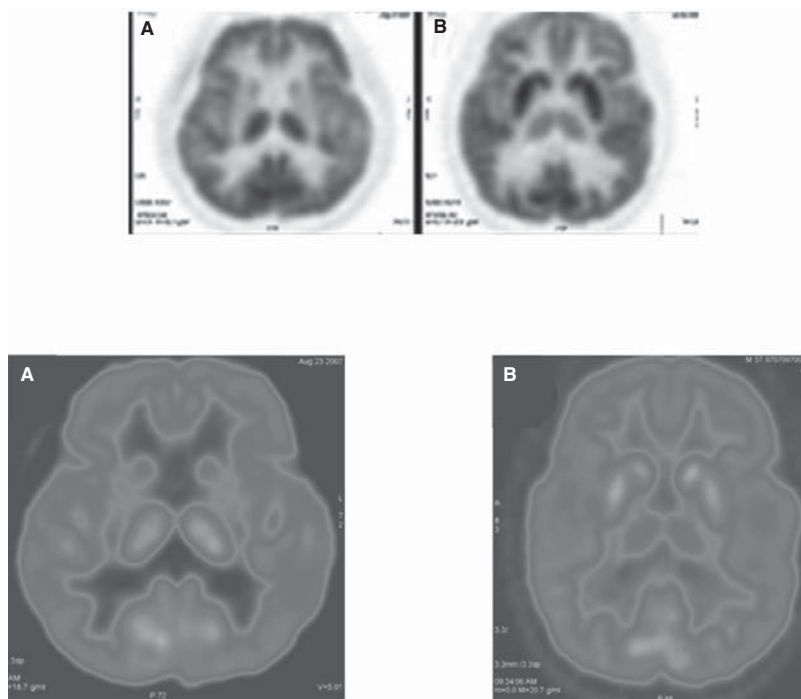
Trastornos de movimiento. TEP/FDG axial. A) Paciente con corea de Huntington: disminución grave de la captación en el putamen y núcleo caudado. Aumento relativo del metabolismo en el tálamo. B) Paciente normal. Captación normal en el núcleo caudado, putamen y tálamo.
